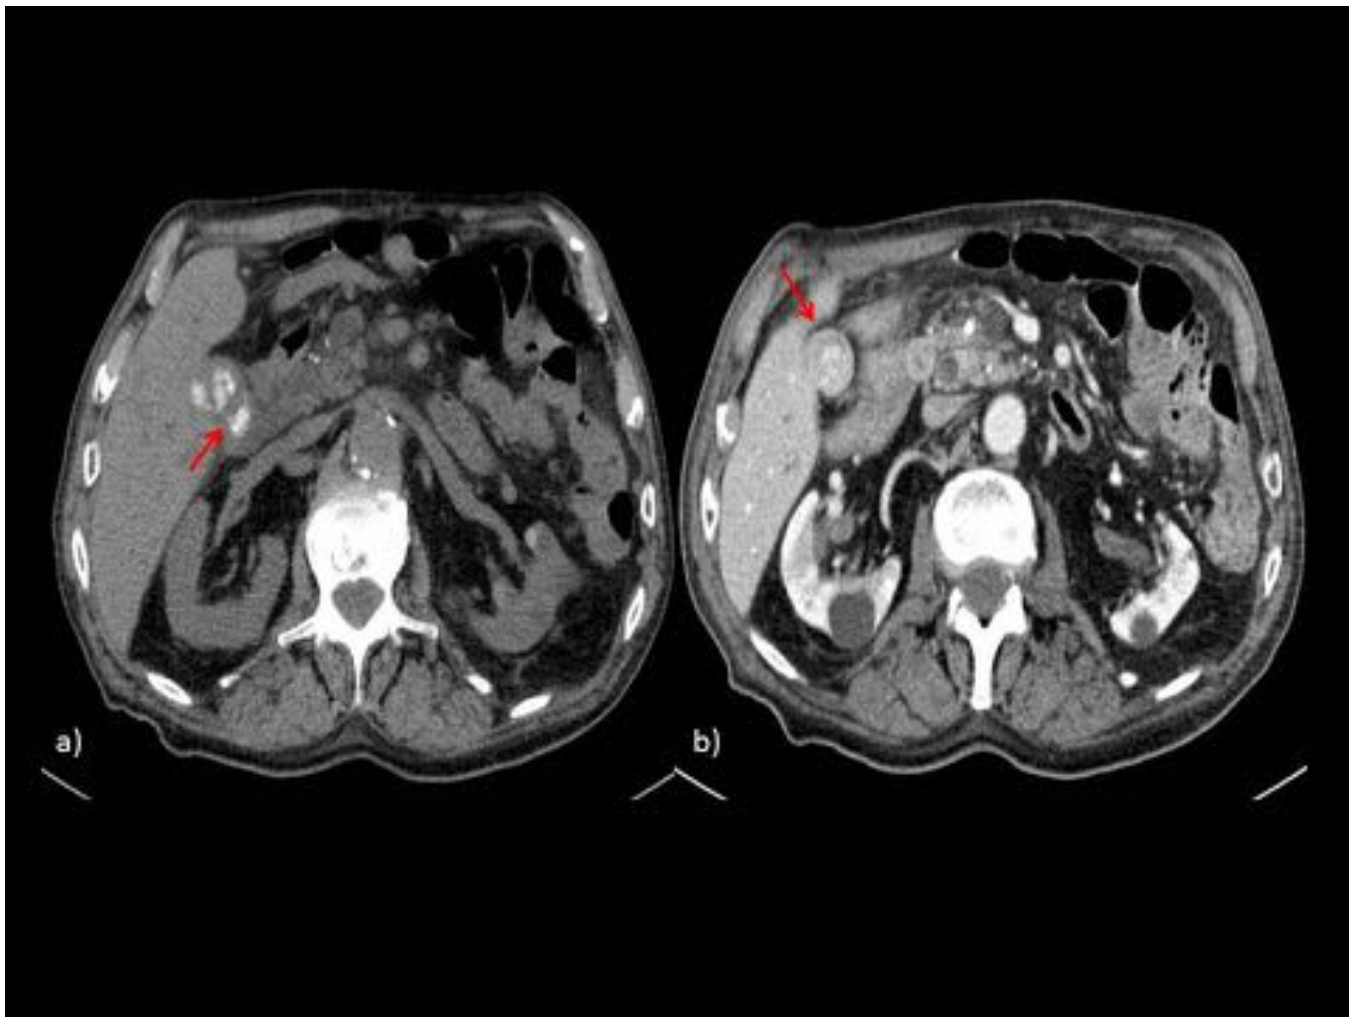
TC sin (a) y con (b) CIV. Engrosamiento parietal de la vesícula (flechas rojas), irregular, con realce, y presencia de colelitiasis.
